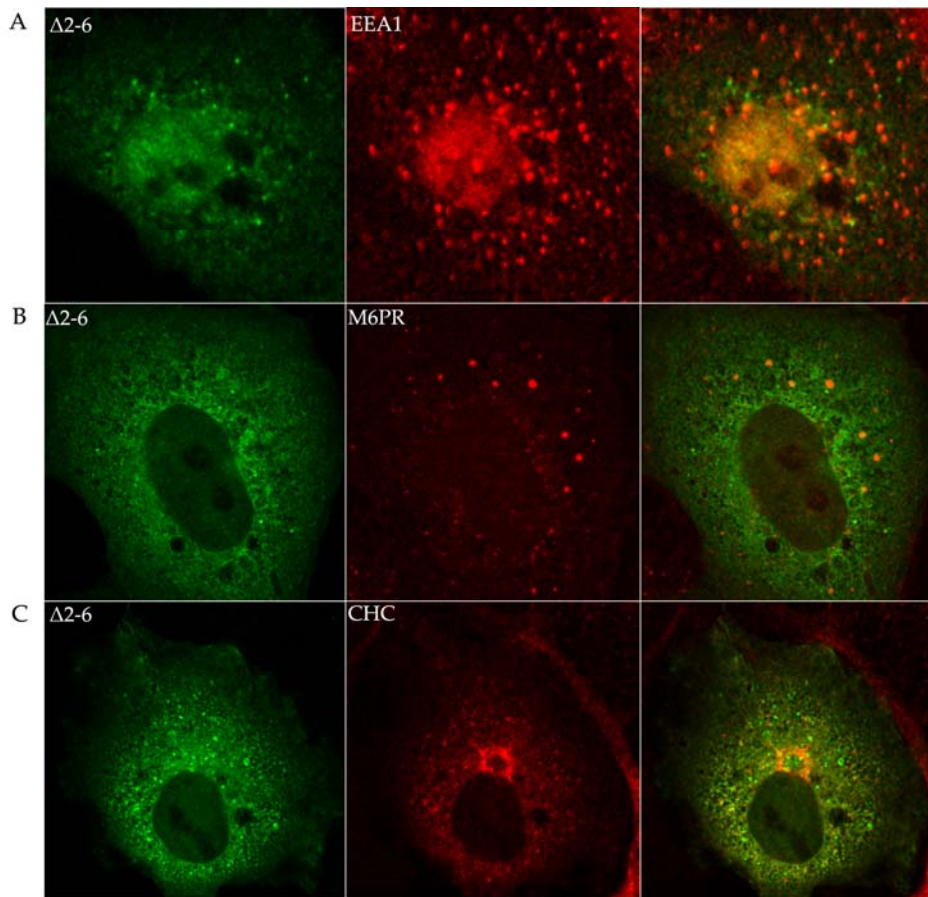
Efecto de la miristoilación sobre la localización de SH3TC2. Células COS-7, transfectadas con el plásmido que codifica para la proteína no miristoilada $\Delta 2-6$ (A-C), se fijaron y inmunodetectaron con anti-HA para detectar $\Delta 2-6$ y con los siguientes marcadores de orgánulos: anti-EEA1 (A); anti-M6PR (B); anti-CHC (C). La detección de $\Delta 2-6$ se muestra en el canal verde, mientras que los marcadores de orgánulos se muestran en el canal rojo. En el panel derecho se muestra la superposición de las imágenes obtenidas con los diferentes canales.
